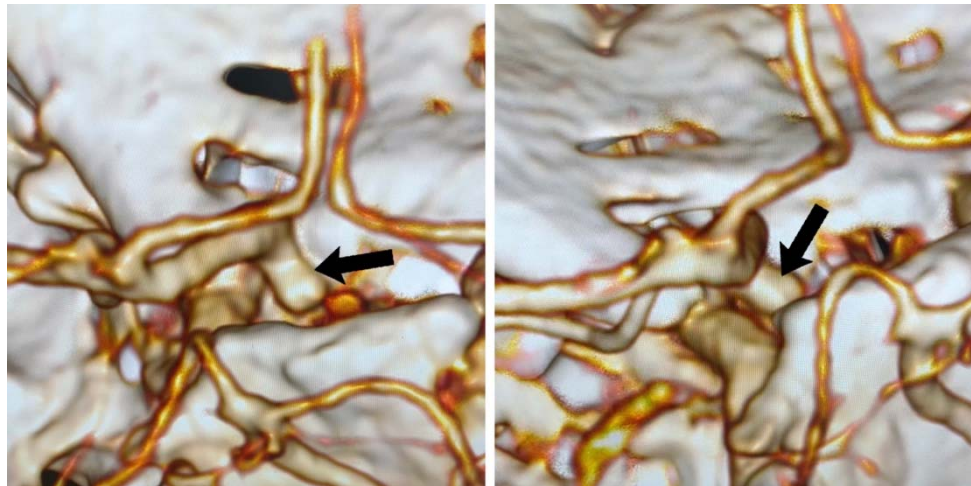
Пациентка М., 63 г., СКТ-АГ до операции, визуализирована аневризма параклиноидного сегмента левой ВСА (черная стрелка)
